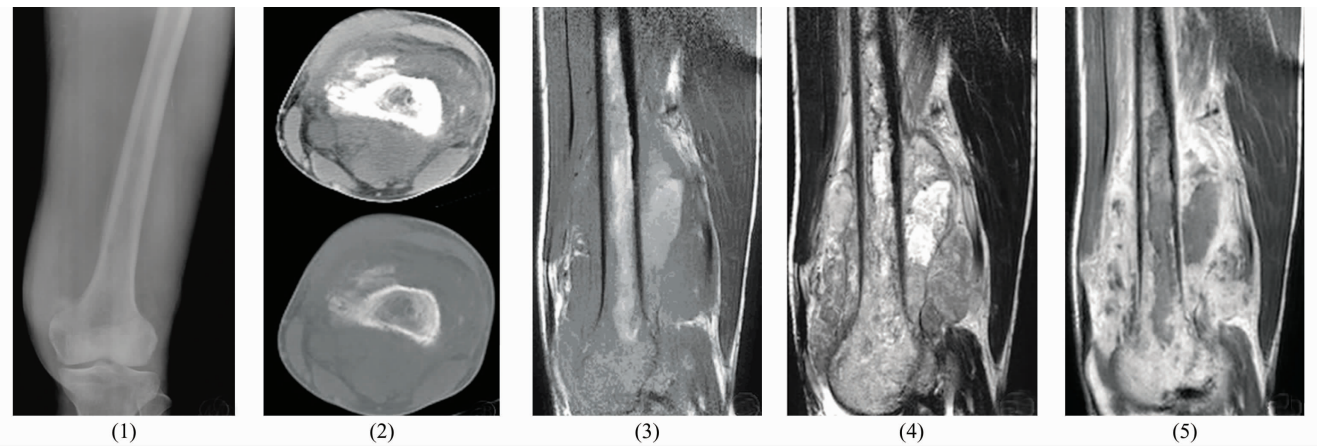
左股骨中下段恶性纤维组织细胞瘤 X 线片、CT 及 MR 片
